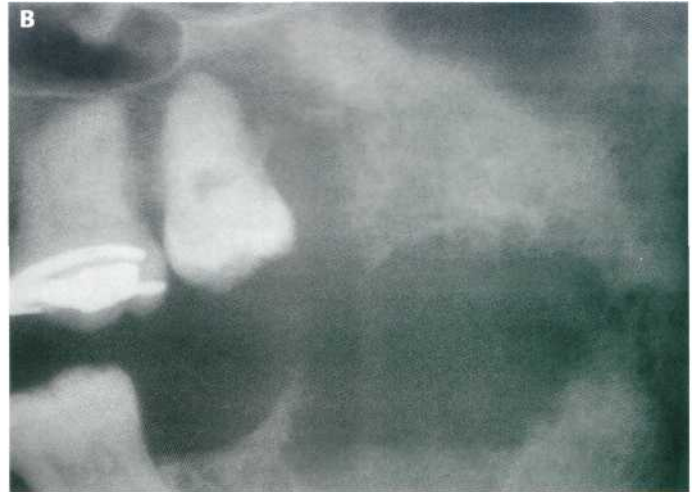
(A) Quiste folicular del 3.8. (B) Carcinoma sobre el quiste folicular que no fue eliminado al extraer el tercer molar incluido (detalle de la ortopantomografía).
